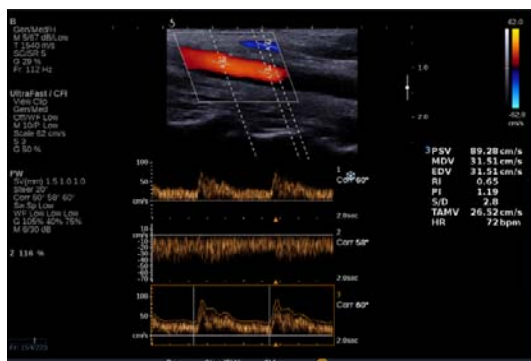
UltraFast™ Doppler 画像
